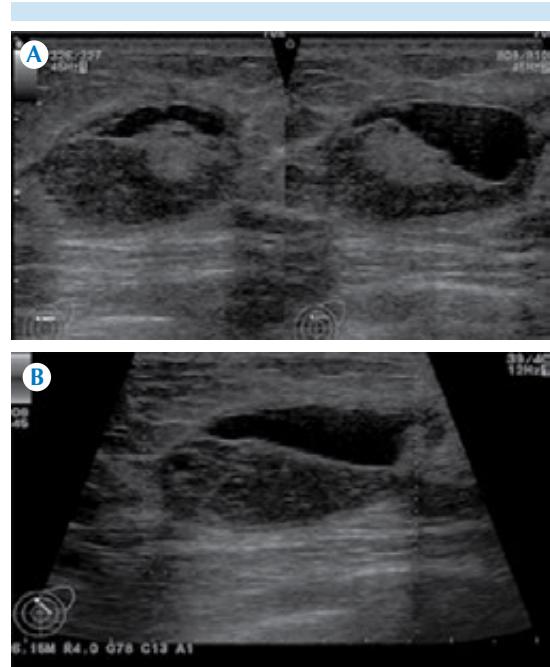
A) Ultrasonido de mama izquierda: hacia el radio de las 12, línea B, nódulo ovalado, de bordes circunscritos, contenido heterogéneo formando un nivel líquido-líquido. B) El nódulo no muestra vascularidad tras la aplicación de Doppler color.
